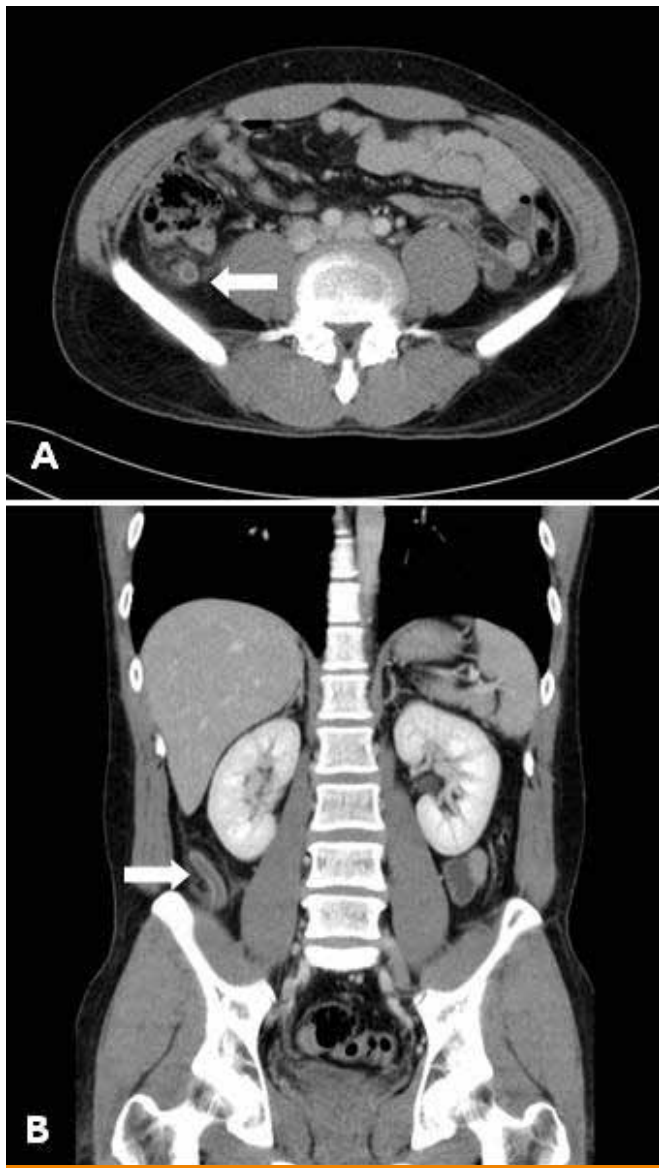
Computed tomographic scan of the abdomen demonstrates a distended (diameter 10.23 mm) retrocecal appendix with an enhancing wall (arrow. A; transverse view, B; coronal view) and periappendiceal fat stranding.
